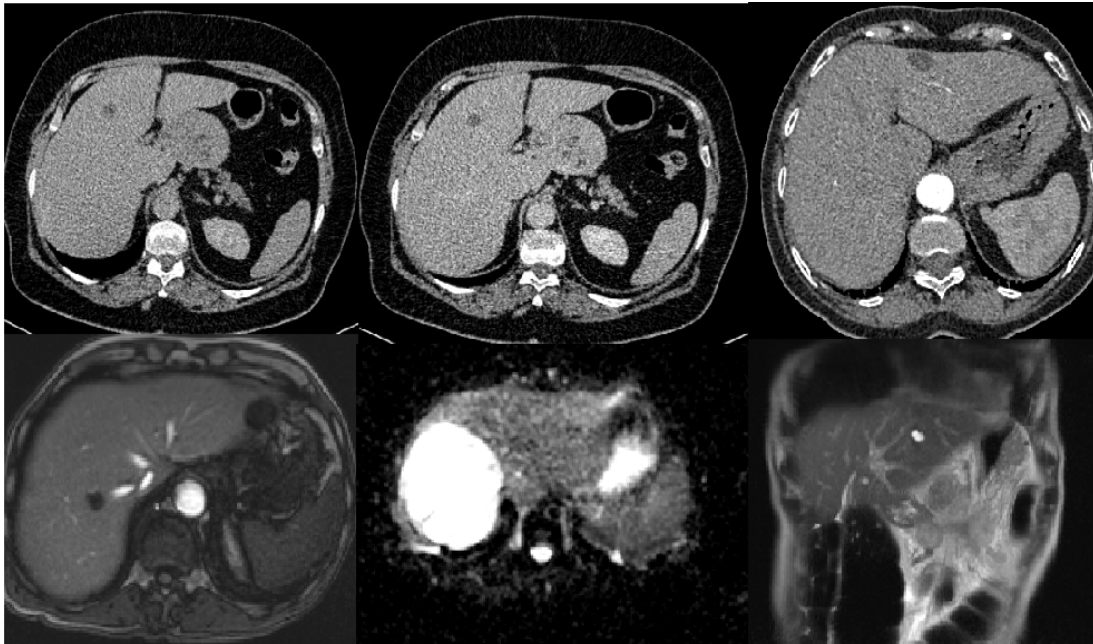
Figura nr:7; Imazhe të cista të thjeshtat të mëlçisë me CT dhe MRI
